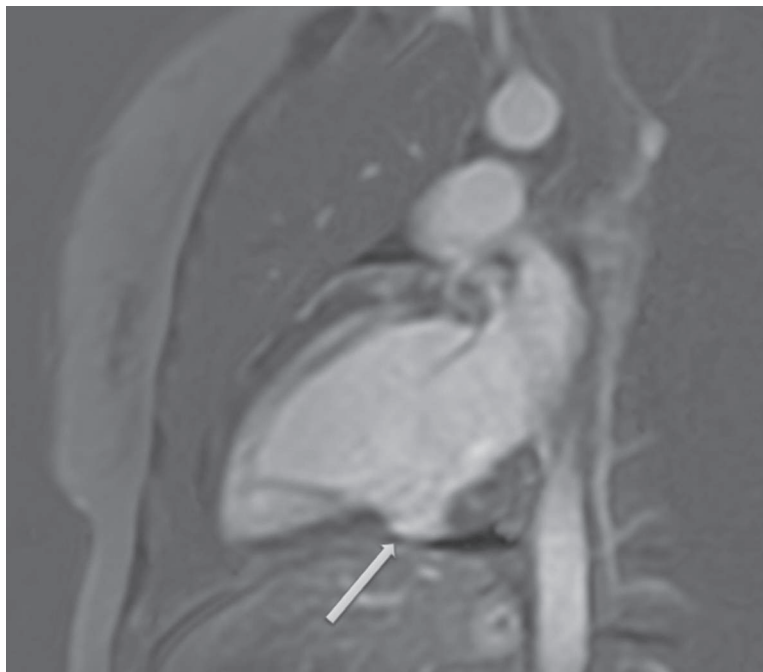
Resonancia magnética cardíaca. Hay una zona de realce tardío en la región medioventricular de la pared inferior subepicárdica (flecha)
